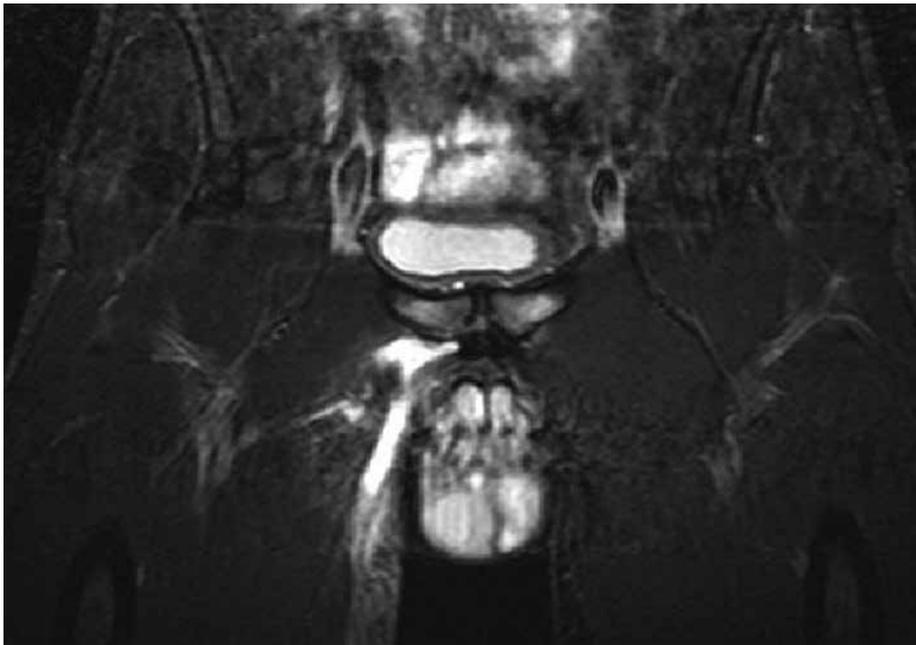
MRT-Darstellung einer Adduktorenverletzung
